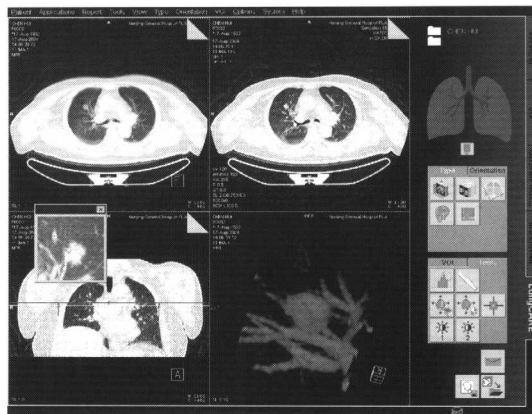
16 排 CT 肺 LungCare 软件
